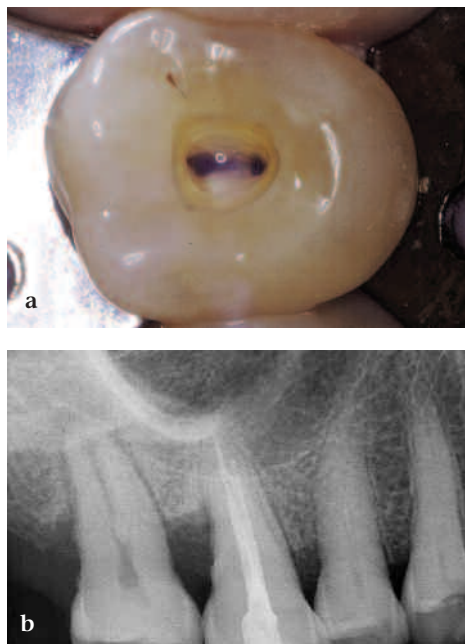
a) Il pavimento della camera pulpare di questo primo molare superiore destro mostra due soli orifizi, uno palatino ed uno vestibolare. b) Radiografia post-operatoria dello stesso dente. È visibile il canale palatino, più lungo, ed un solo canale vestibolare. Quest'ultimo presenta una piccola biforcazione nel suo terzo apicale.
